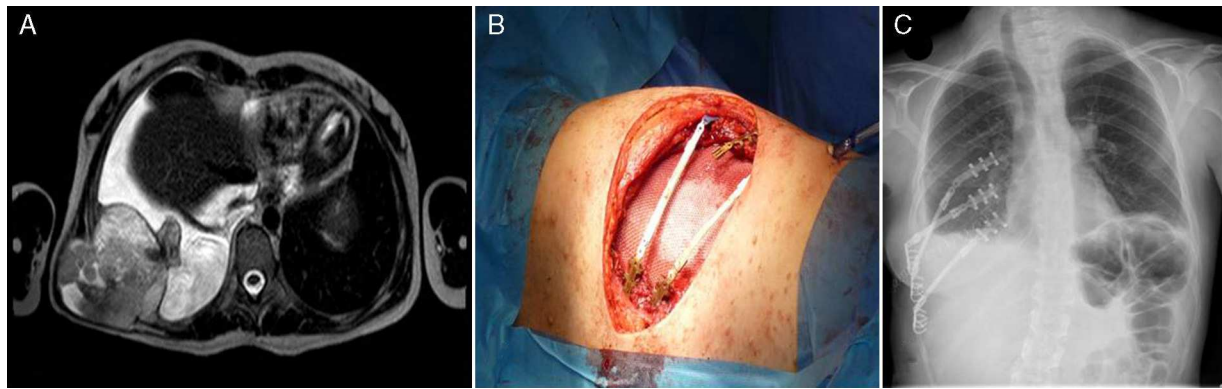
a) RMN torácica preoperatoria donde se observa lesión de grandes dimensiones. b) Visión de la prótesis flexible y ya colocadas 2 barras de STRATOS. c) Radiografía de tórax de control del postoperatorio. Obsérvese como en este caso colocamos 2 de las barras en posición cruzada.
